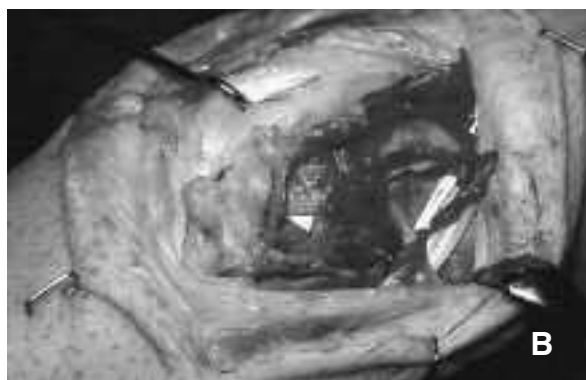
b) Aspetto anatomico a piccolo ingrandimento. La freccia indica chiaramente il decorso del vaso; d) Preparazione del peduncolo vascolare ed autonomizzazione dell'innesto dalla stiloide radiale (freccia); e) Aspetto del gap a livello dello scafoide; subito al di sotto i tendini del primo compartimento estensorio; al di sotto di essi la freccia indica l'innesto; f) l'innesto posizionato in sede di lesione; g) controllo RM su una pseudartrosi con osteonecrosi del polo prossimale: in sequenze T1 dipendenti area di ipointensità dovuta all'innesto nel contesto della iperintensità normale di tutto il segmento osseo.
